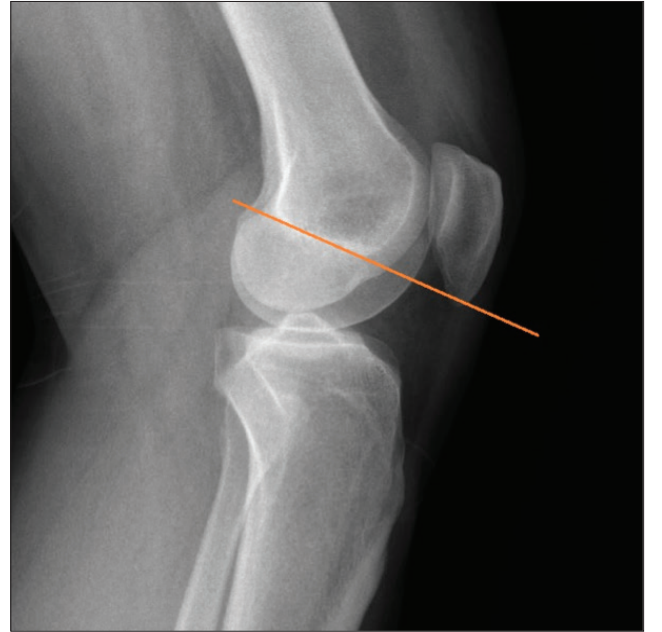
a-c. Yan grafide patella morfolojisi sınıflandırması: Tip 1 normal olarak değerlendirilirken (a), Tip 2 ve Tip 3 patellofemoral ağrıya yatkınlık gösteren patellar morfolojidir (b,c).
